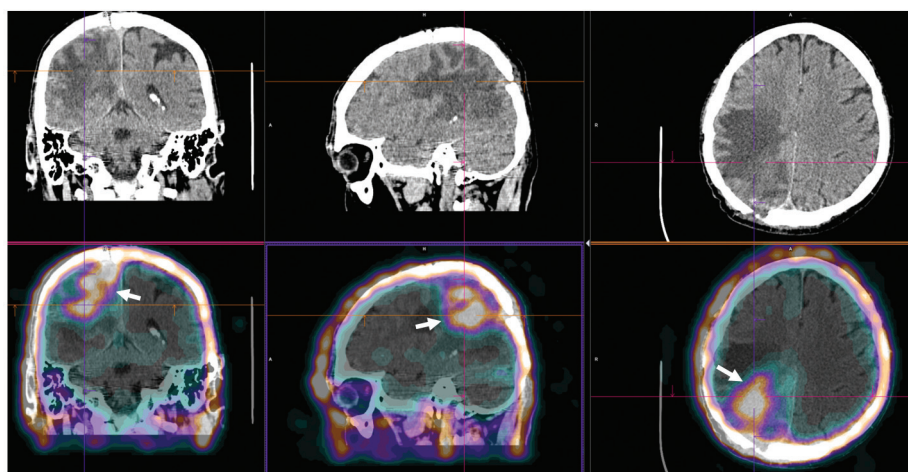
ОФЭКТ/КТ пациента с рецидивом глиобластомы после введения ^{99m}Tc -1-тио-D-глюкозы: высокий уровень накопления индикатора в правой теменной области (стрелки)
